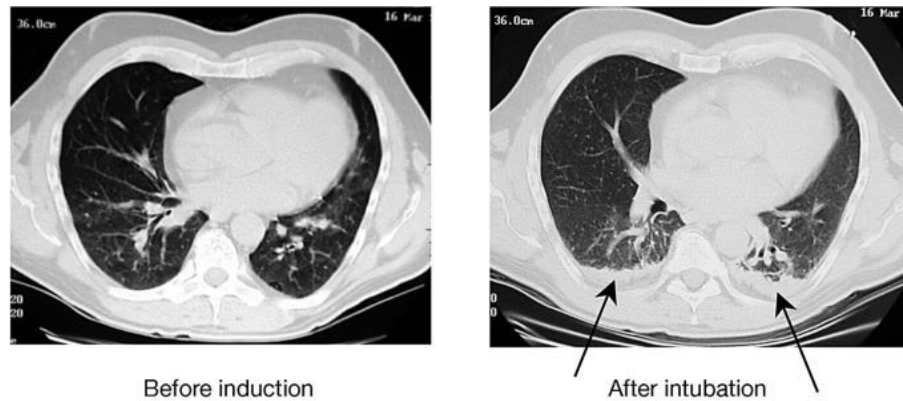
Ejemplos de tomografías computarizadas de un paciente con pulmones sanos, antes y después de la inducción de la anestesia. Los cortes de TC están 1 cm por encima del nivel del diafragma derecho.^a
